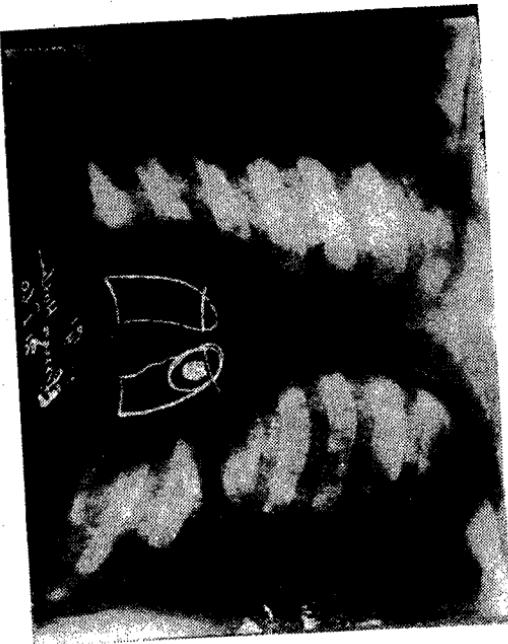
Tomografi e hemitoraksit të djathë cm. 9 — Vihet re një hine e rrumbullakta me konture të çregjillë homogene. N'operacionin u gjet retenioni i thatë i membranave dhe nentimit i tyre inflamacionit aseptik (kititona).
